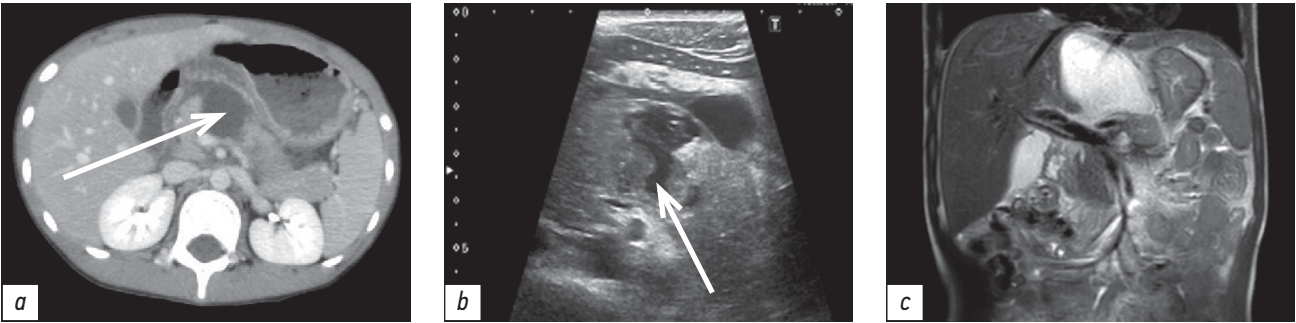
Травма поджелудочной железы (Grade 4): (а) спиральная компьютерная томография, 1-е сутки после травмы (а; стрелка); ультразвуковое исследование, 2-е сутки после травмы (b; стрелка); визуализация острого жидкостного скопления по данным магнитно-резонансной томографии, 14-е сутки после травмы (с).
